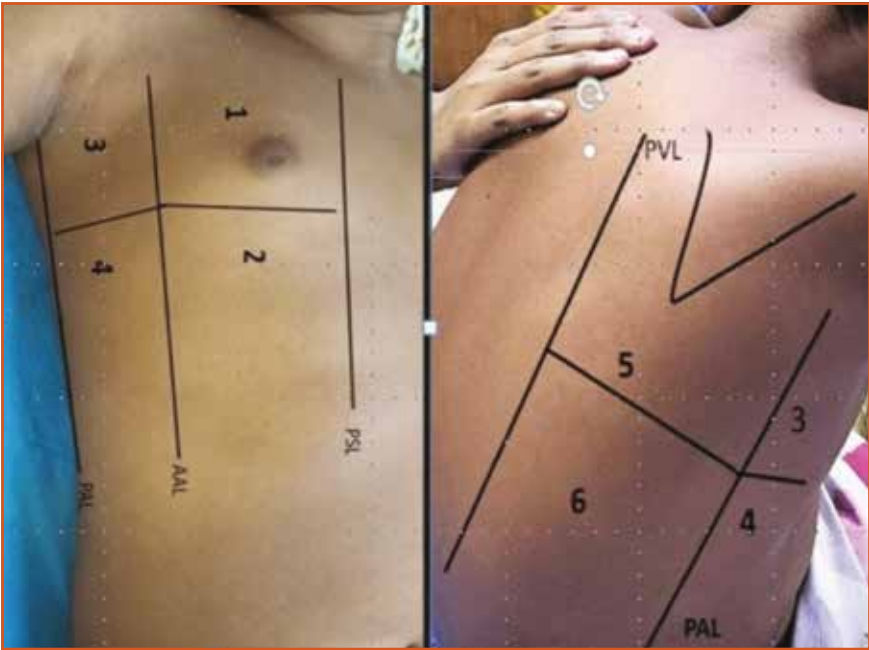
Repère anatomique des six zones d'échographie pulmonaire transthoracique du côté droit. AAL, ligne axillaire antérieure ; PAL, ligne axillaire postérieure ; PSL, ligne parasternale ; PVL, ligne paravertébrale.
